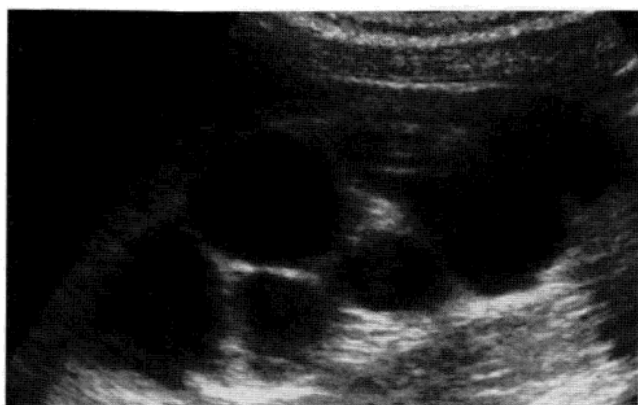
多囊性发育不全肾的超声检查显示肾区内见多个囊肿，无法识别正常肾组织。
